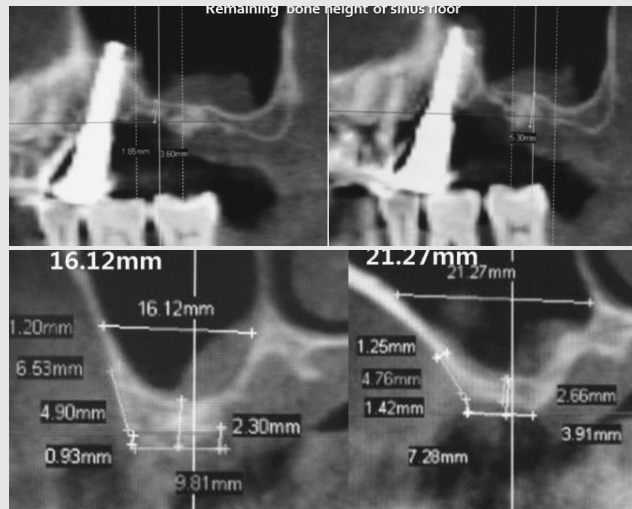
CT소견으로 상악 좌측 제1대구치는 내측벽 거리가 16 mm, 고경은 3 mm로 관찰되며 제2대구치는 21 mm의 내측벽 거리를 보이고 고경은 3 mm를 보였다.
